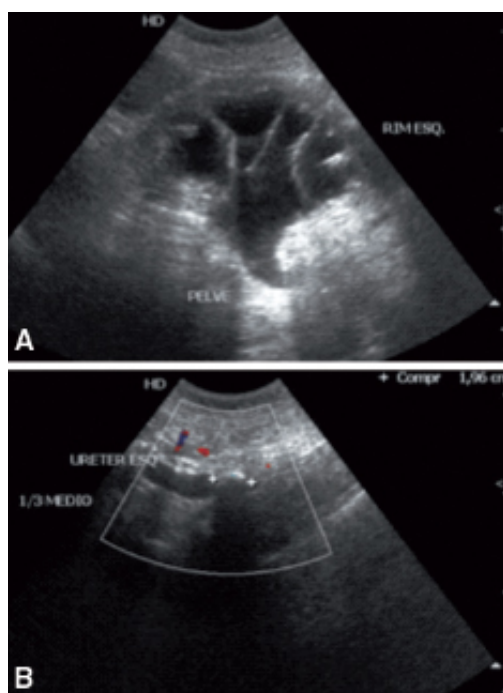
A. Ultrassonografia do rim esquerdo, corte longitudinal, do mesmo paciente, demonstra moderada dilatação pielocalicinal. B. Ultrassonografia no flanco esquerdo, corte longitudinal, caracteriza imagem ovalada hiperecoica formadora de sombra acústica posterior medindo 1,96 cm no terço médio ureteral ipsilateral, achado responsável pela obstrução.
